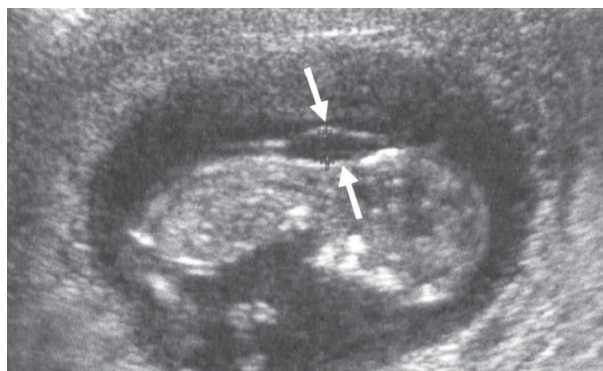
УЗИ плода, I триместр, увеличение толщины воротникового пространства (воротниковое пространство у плода отмечено стрелками)
